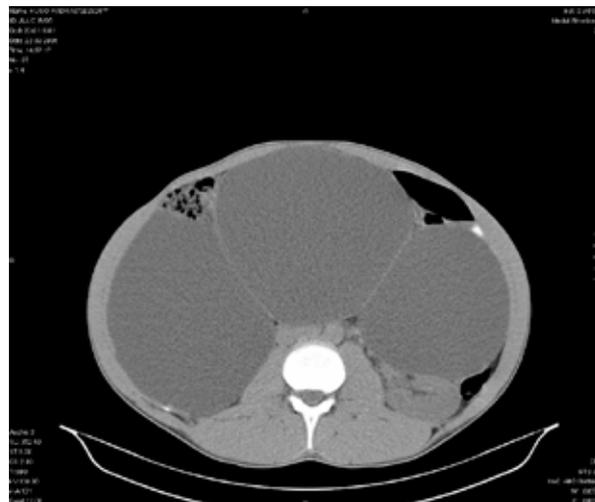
TC Abdomino-Pélvica que mostra uma volumosa estrutura quística, multiloculada, com septos finos, que condiciona compressão dos órgãos e restantes estruturas abdominais.
